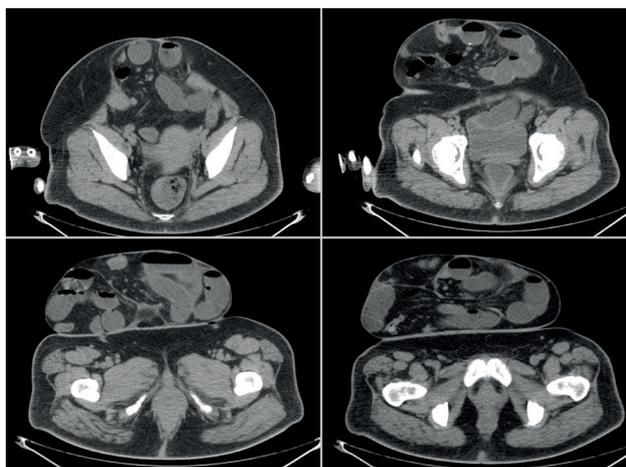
TAC de abdomen y pelvis en la que se evidencia gran saco herniario infraumbilical, multicompartimentado, con contenido intestinal de asas delgadas con niveles hidroaéreos y colon.
